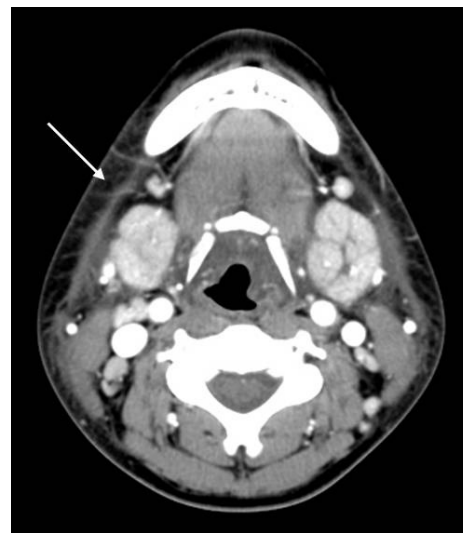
Bilateral submandibular sialadenitis and cellulitis in a 18-year-old girl with diffuse soft tissue swellings. Postcontrast CT scan shows homogeneous enhancement and enlargement in both submandibular glands with fat infiltration (arrow) in both neck portions.
